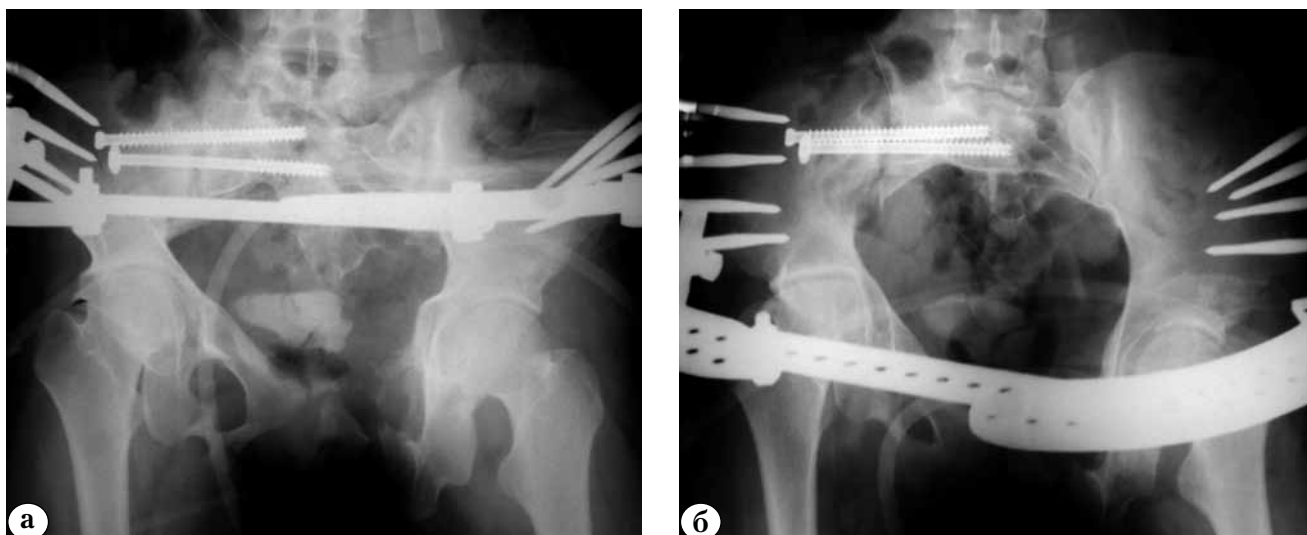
Рентгенограммы таза пациентки Ф. после окончательной фиксации:
